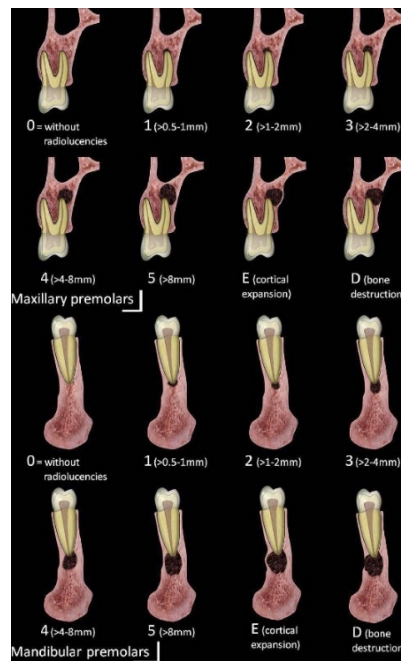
Representació de premolars CBCTPAI<sup>[27]</sup>.
